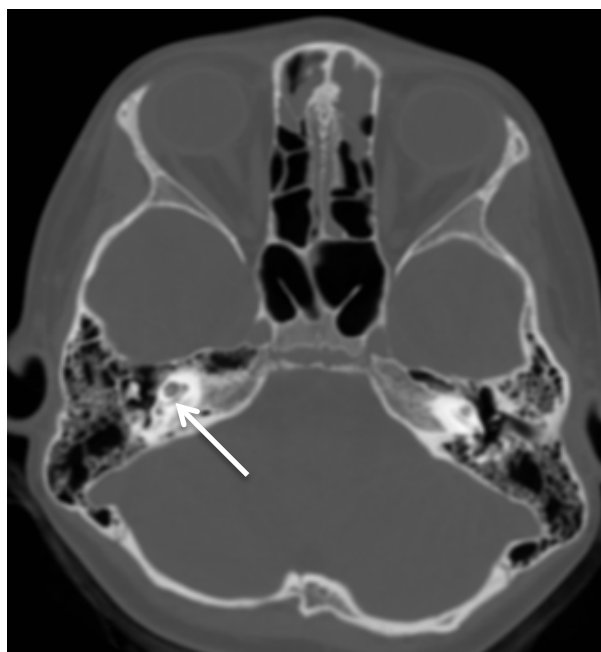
КТ пацієнтки Р. з частковою осифікацією завитки праворуч.
